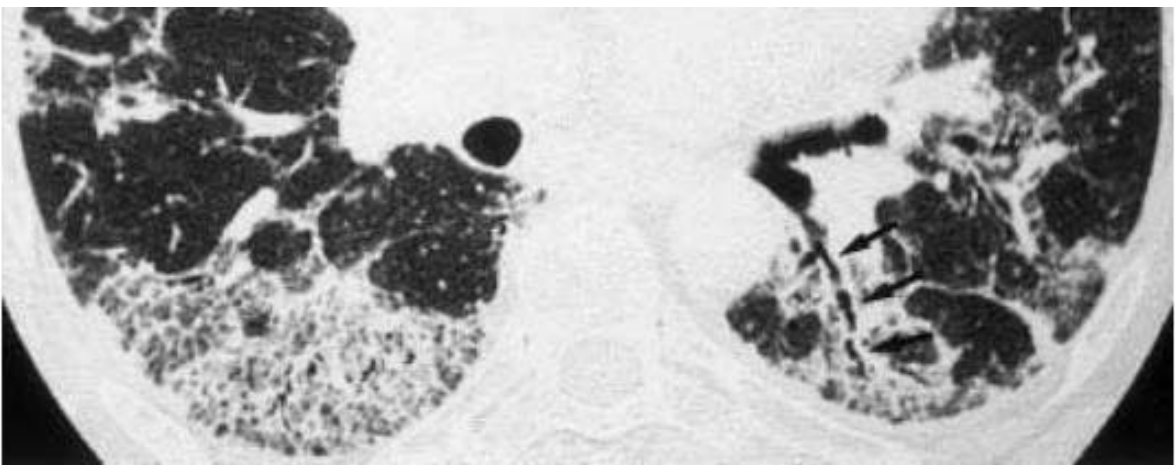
Transverse thin-section CT of the lungs in a 55-year-old woman with PSS and interstitial lung fibrosis (ILF) shows bilateral, peribronchovascular, and subpleural patchy areas of reticular opacities.
